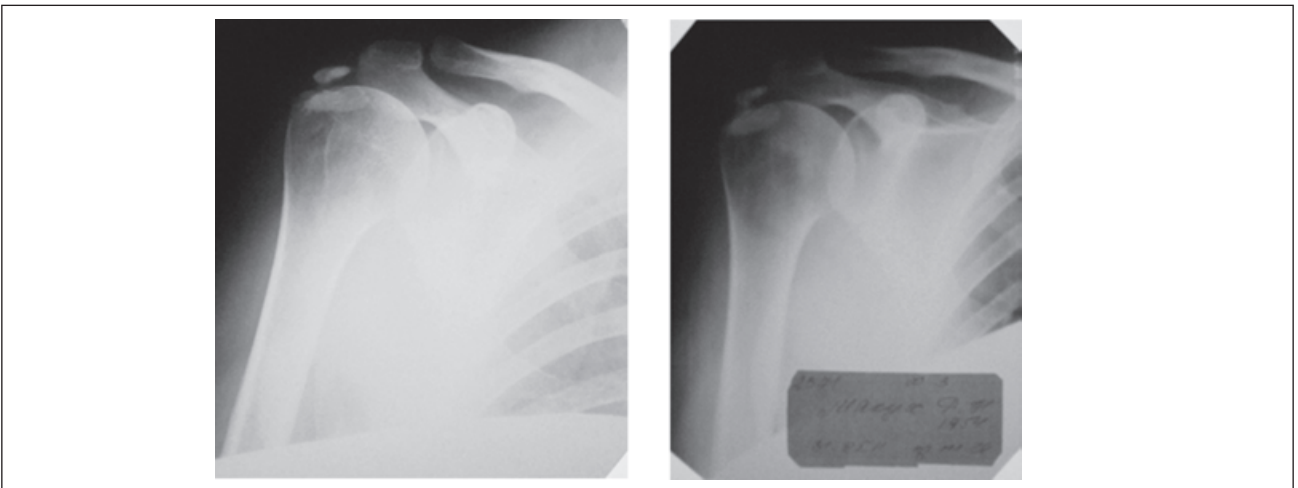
Рентгенограми хворі М. з кальцинатами в товщі надостьового та підостьового м'язів плеча
